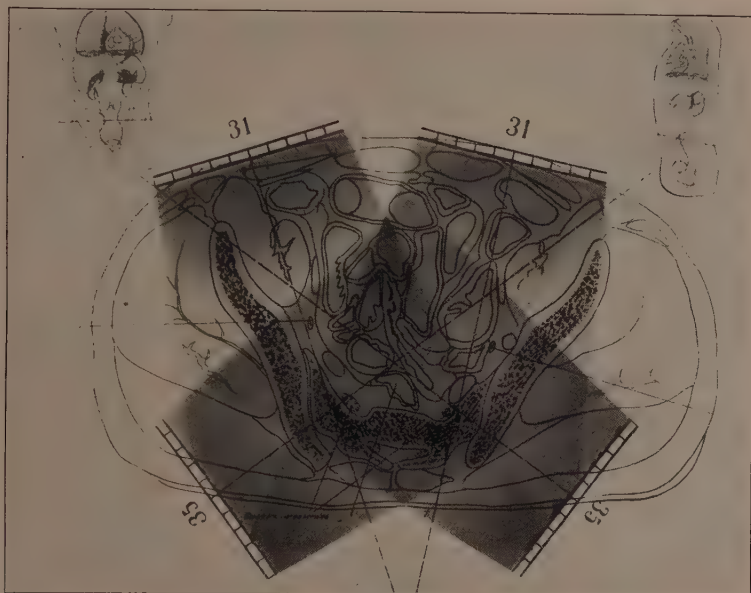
Dosenverteilung bei der zweiten prophylaktischen Nachbestrahlung unseres Falles (Nr. IV, 315) mit radikal operiertem Rektumkarzinom. 7. April 1922. Die Bestrahlung wurde in ähnlicher Weise wie am 25. Januar 1922 (s. Abb. 5) vorgenommen. Das Dammfeld ist nicht dargestellt. Versehentlich wurde bei den vorderen beiden Feldern statt der Feldgröße von 6×8 cm eine solche von 10×12 cm gewählt. Die Folge war die isolierte Röntgenschädigung einer Dünndarmschlinge.
